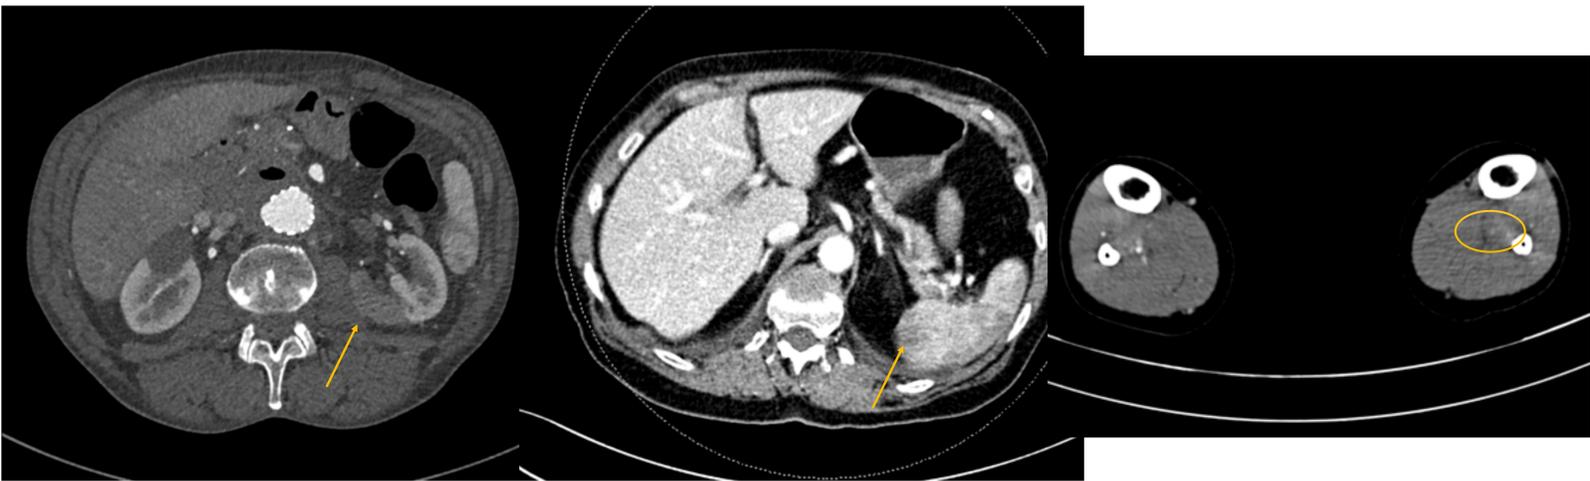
Infartos viscerales y embolia en miembros inferiores. Cortes axiales de angioTC con endoprótesis y TC de abdomen en fase portal donde se muestran hipodensidades de morfología triangular en el riñón izquierdo y en el bazo en relación con infartos (flechas). La última imagen corresponde con un defecto de repleción en el tronco tibioperoneo izquierdo en relación con embolia (círculo).
